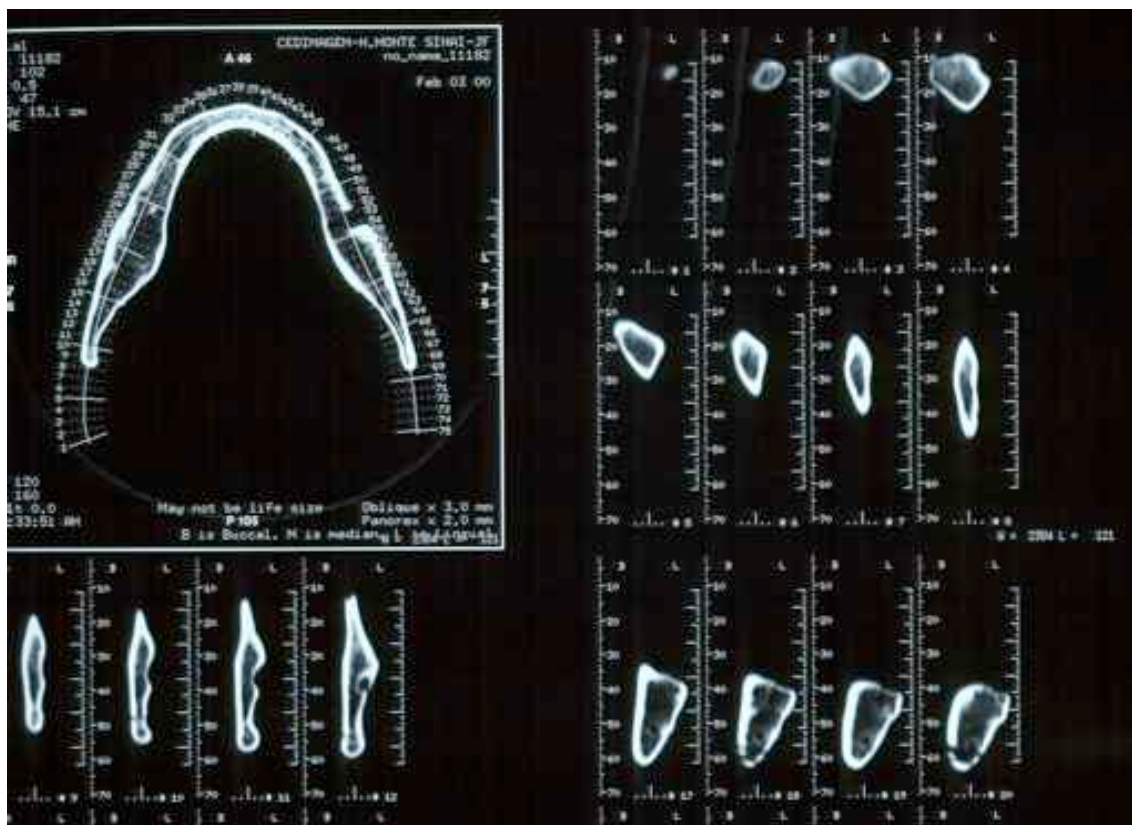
Resultado da tomografia computadorizada da mandíbula adotada.
